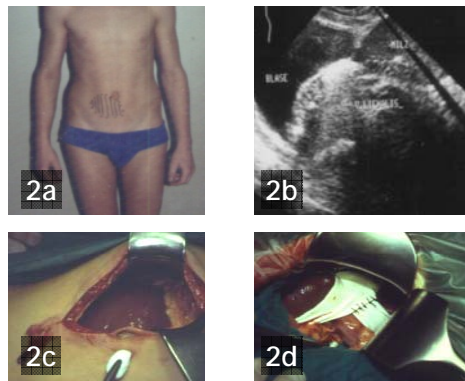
a - d: 13-jähriger Patient mit intermittierender Milztorsion. Sonographisch liegt die Milz der Harnblase auf. Bei der Laparotomie findet sich die völlig mobile Milz im Mittelbauch und wird mit 2 PTFE Streifen an der anatomisch korrekten Stelle fixiert.
